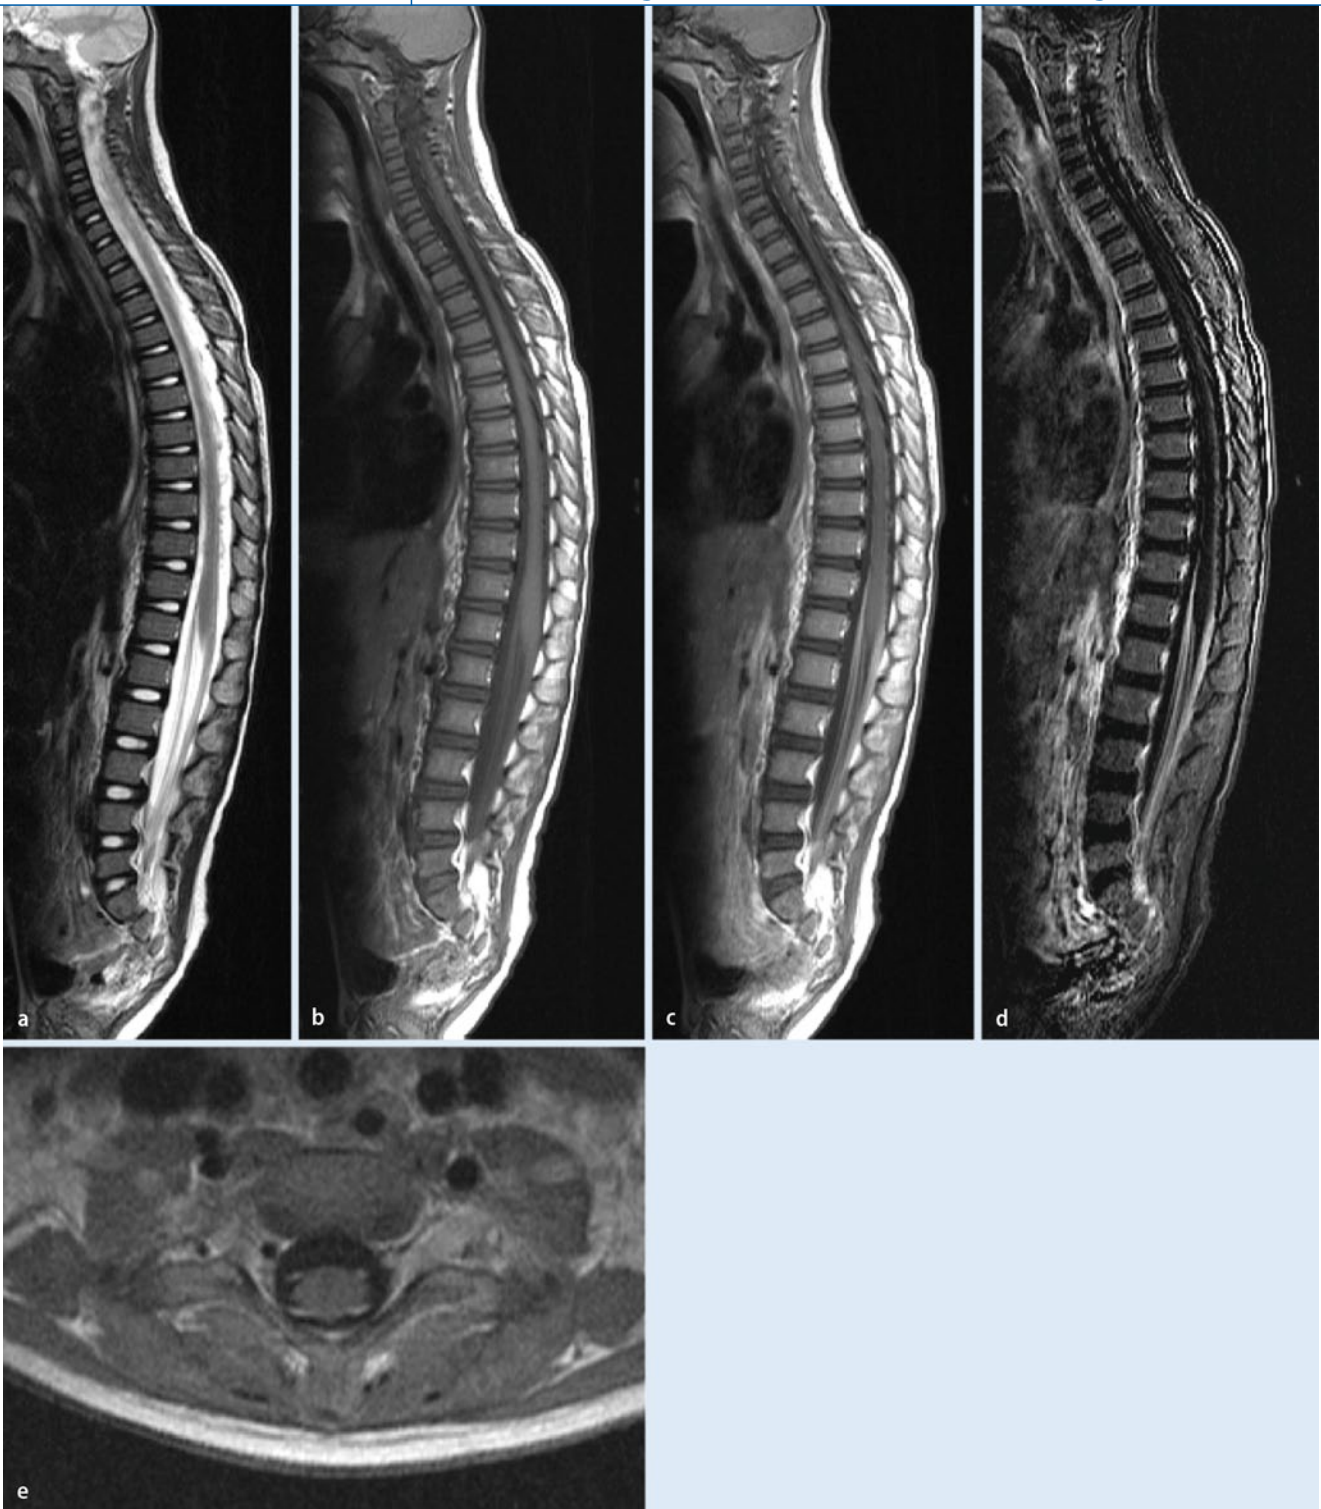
▲ Spinales MRT der ganzen Wirbelsäule einer Patientin mit AIDP (Guillain-Barré-Syndrom) in sagittaler T2w-TSE-Technik (a), nativer (b) und KM-verstärkter (c) T1w-SE-Technik mit deutlichem Enhancement der Cauda equina. Auch in der Subtraktion (d) zwischen KM-verstärkter und nativer Untersuchung und in der transversalen T1-gewichteten Untersuchung nach Gd-Administration (e) erkennt man das pathologische Enhancement der vorderen und hinteren spinalen Wurzeln. *KM* Kontrastmittel, *TSE* Turbospinecho, *Gd* Gadolinium
